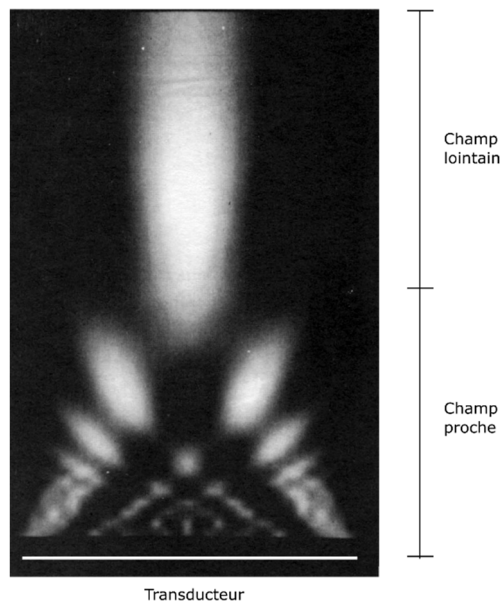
Diffraction du faisceau ultrasonore. Adapté de (Szabo 2004)
